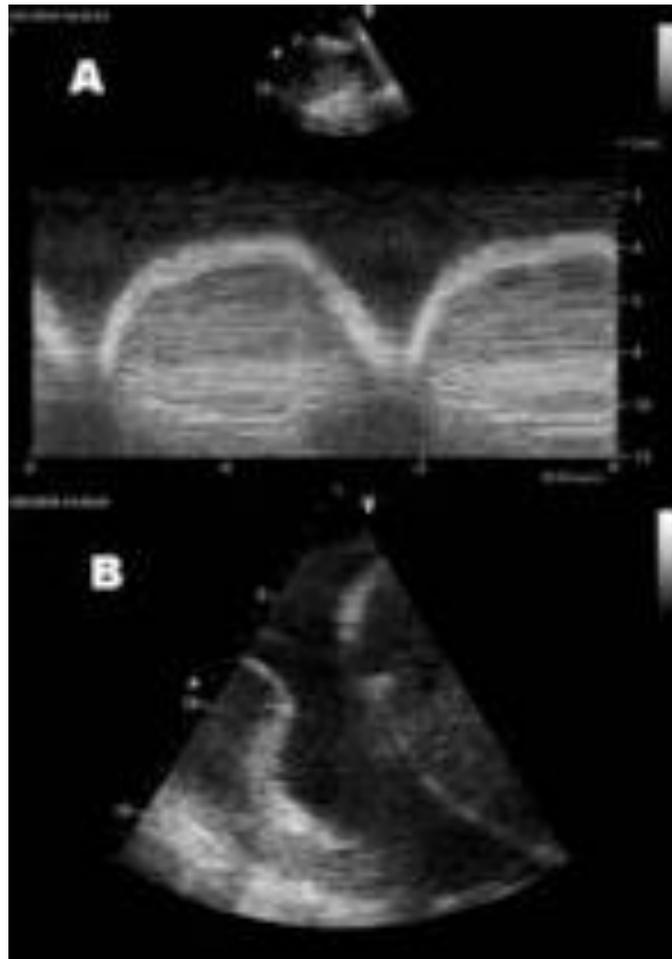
Ecografía donde se puede observar el signo de la medusa. (B)
